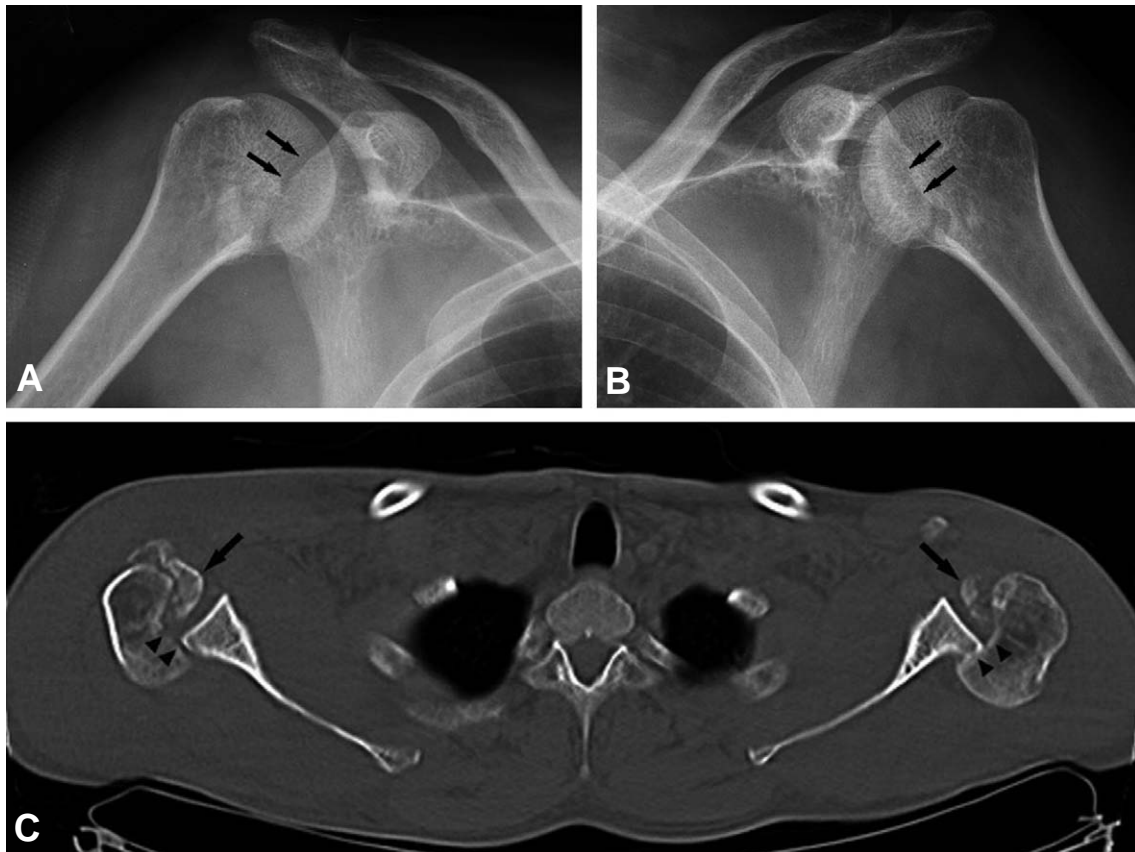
Thirty-seven year-old male was diagnosed with bilateral locked posterior dislocation of the shoulder by simple radiographs and computed tomography scan. (A, B) Anteroposterior radiographs of the both shoulder obtained 14 days after trauma show loss of normal joint space and trough line (arrow). (C) Computed tomography scan show lesser tuberosity fractures (arrows) and locked posterior dislocations with impaction fractures (arrow heads) with approximately 30~35% involvement of the anterior humeral head of the both shoulder.
